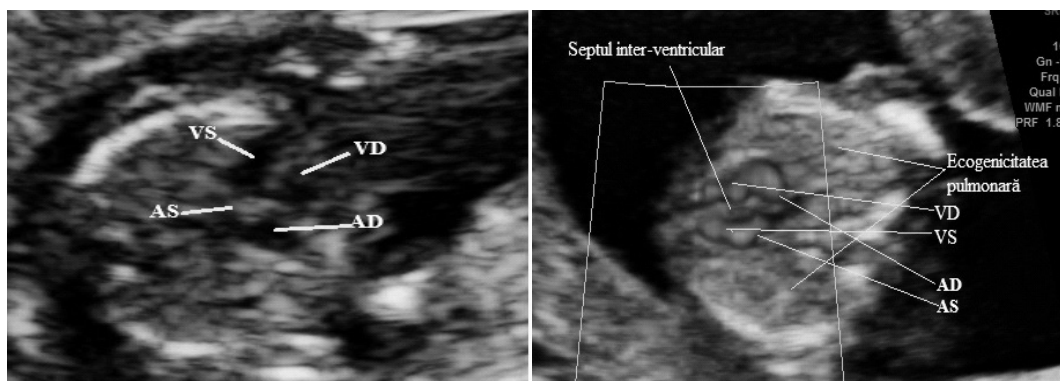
Secțiune axială prin toracele fetal în modul examen cardiac (stânga) și cuplat cu Doppler (dreapta). Secțiunea patru camere. Vizualizarea cordului tetra-cameral și a ariilor pulmonare omogene, a cordului situat în cavitatea toracică. Axul cordului la stânga. Identificarea a două atrii și două ventricule (stânga). Identificarea septului interventricular, confirmarea integrității septului interventricular prin eco-Doppler (dreapta)
